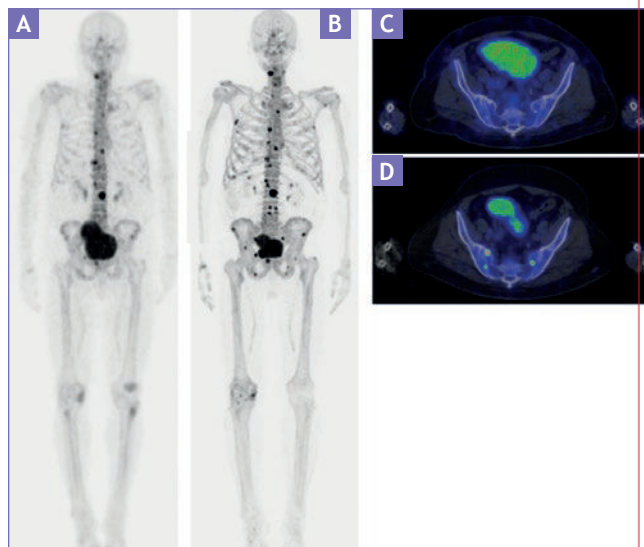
A: gammagrama óseo de cuerpo completo en proyección anterior, donde se observa el aumento focal de la captación anormal a nivel de múltiples cuerpos vertebrales y mínima captación en la pelvis. Se complementa con la técnica de SPECT/CT (B), donde se observan lesiones blásticas a nivel iliaco derecho y ambas de sacro con mínima captación del radiofármaco. C: estudio realizado en el mismo paciente con ^{18}F -NaF, observando en la MIP una captación anormal muy similar, con mejor relación blanco/fondo, lo cual concentra ávidamente el radiotrazador en la imagen fusionada (D).
